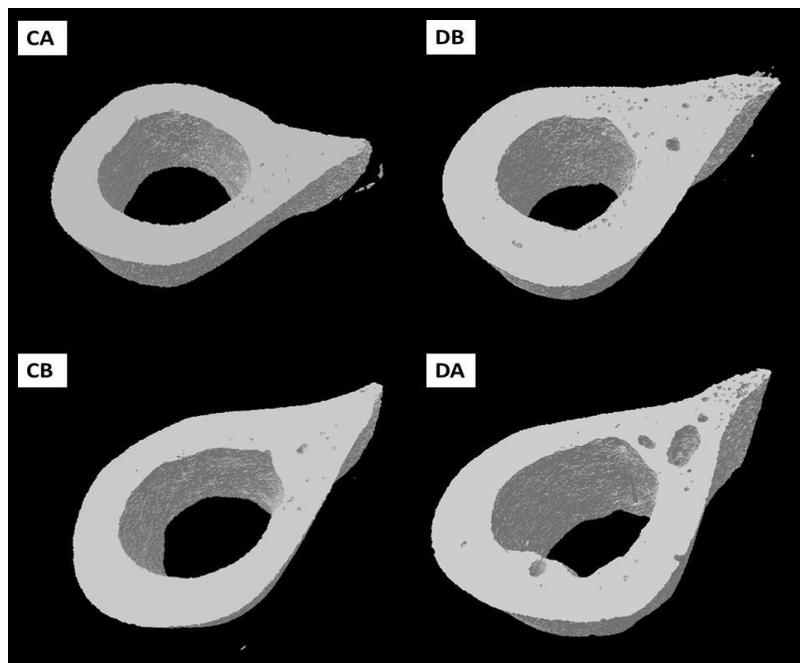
μ CT do osso cortical, diáfise do fêmur, adjacente e distal ao terceiro trocanter (cortes de 1 mm) de animais controles não suplementados (CA) e suplementados (CB) e animais diabéticos não suplementados (DA) e suplementados (DB).
